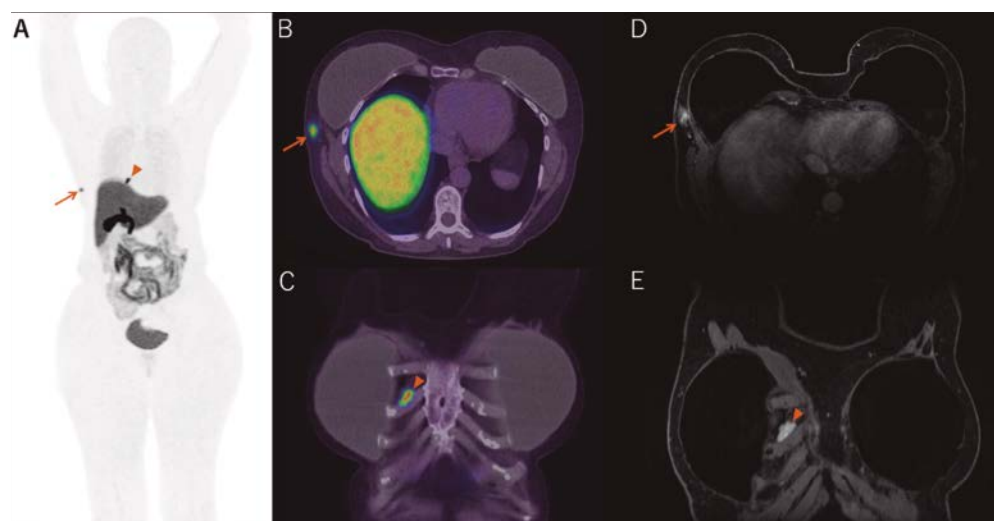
Lesão recidivante na mama direita (seta) e linfonodomegalia na cadeia torácica interna direita (cabeça de seta), ambas caracterizadas na Ressonância Magnética de Mamas (D e E). A linfonodomegalia na cadeia torácica interna se apresentou como um nódulo com realce após a administração do meio de contraste, de malignidade presumida posteriormente por sua intensa captação no PET-FES (A e C).
